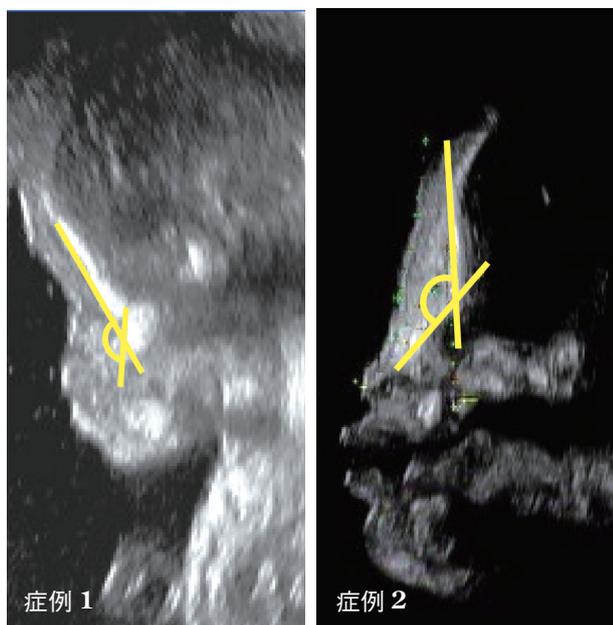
Frontonasal angle を計測した超音波断層法写真
